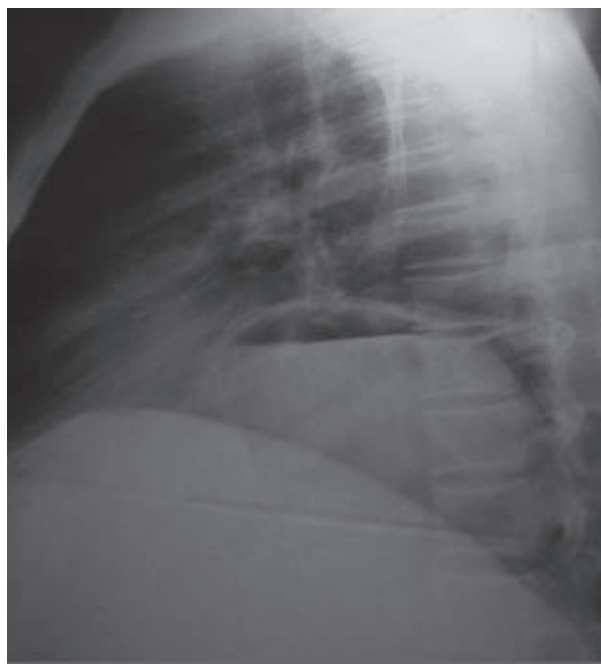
Radiografía de tórax (vista lateral). Nótese el ascenso de la cámara gástrica que invade el hemitórax izquierdo.
